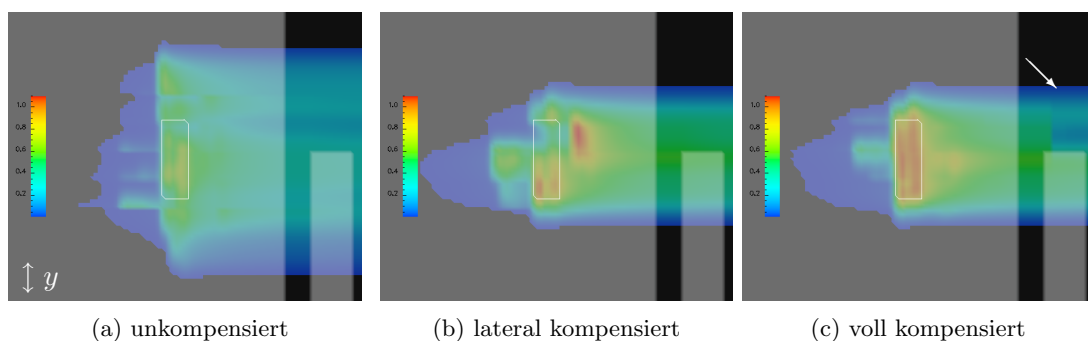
Dosisverteilungen in $\mathfrak{CT}_{\text{ref}}$ in Gegenwart von Zielbewegung für (a) unkorrigierte, (b) rein lateral kompensierte und (c) kompensierte (*Tracking*) Bewegung (siehe Text).
